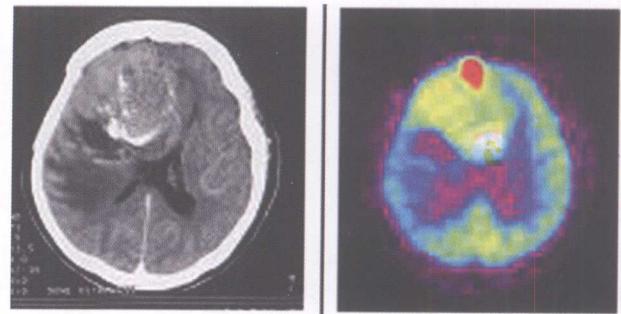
右额顶胶质瘤术后并放疗后 15 年, CT 显示原肿瘤部位有增强, PET 显示该部位 FDG 明显聚集, 考虑胶质瘤复发
